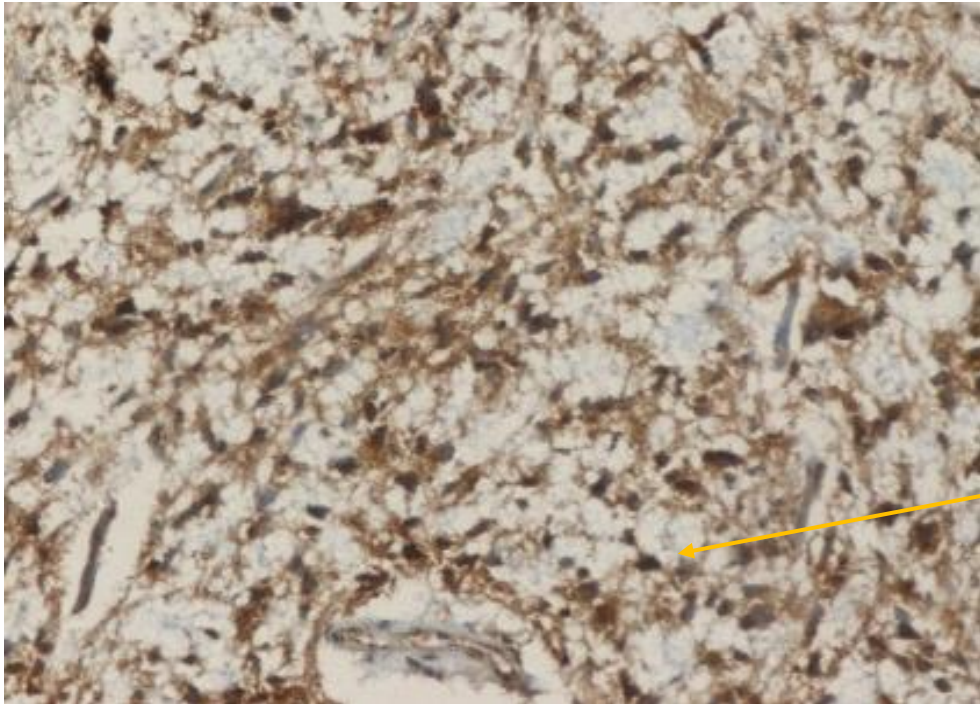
Η θετική έκφραση του ενζύμου SUV39H1 αποδίδεται με καφέ χρώμα στα νεοπλασματικά κύτταρα της γλοίας, τα αρνητικά για την πρωτεΐνη κύτταρα βάφονται με μωβ χρώμα σε έναν αντιπροσωπευτικό ασθενή με πιλοκυτταρικό αστροκύτωμα Grade I.
